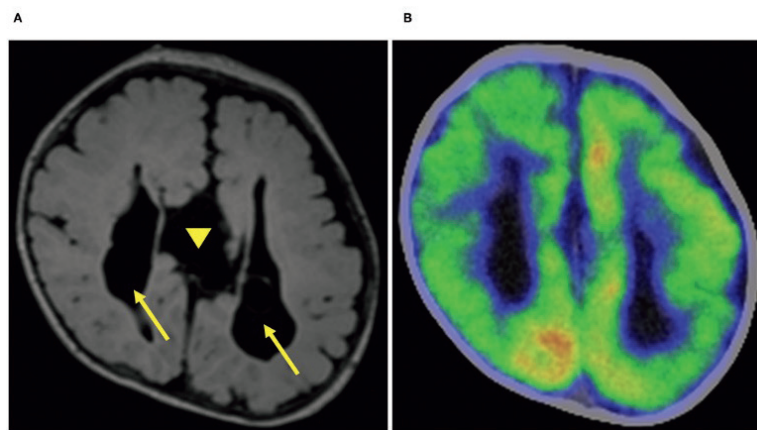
術前MRI (A) / 術前FDG-PET (B)
